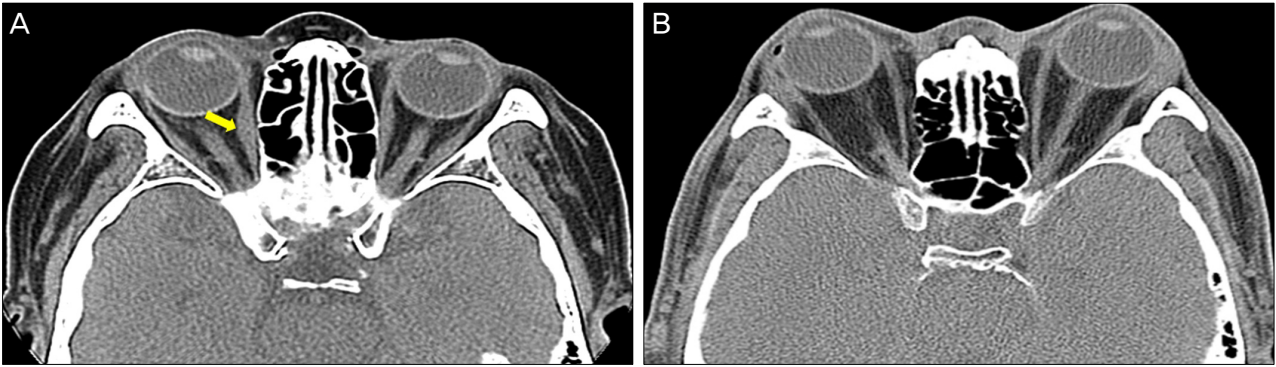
(A, yellow arrow) In patients (case 4) with limited eye movement, orbital computed tomography showed a thickening of the right medial rectus muscle. (B) In patients (case 7) with limited eye movement, orbital computed tomography showed normal thickness of all rectus muscles.
